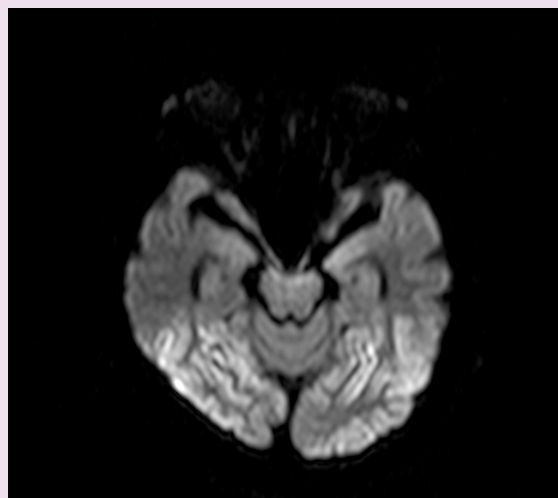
(b). DWI of CJD patient. Note the linear cortical high-signal intensity on posterior temporal - occipital area [from Korean CJD surveillance unit database]
